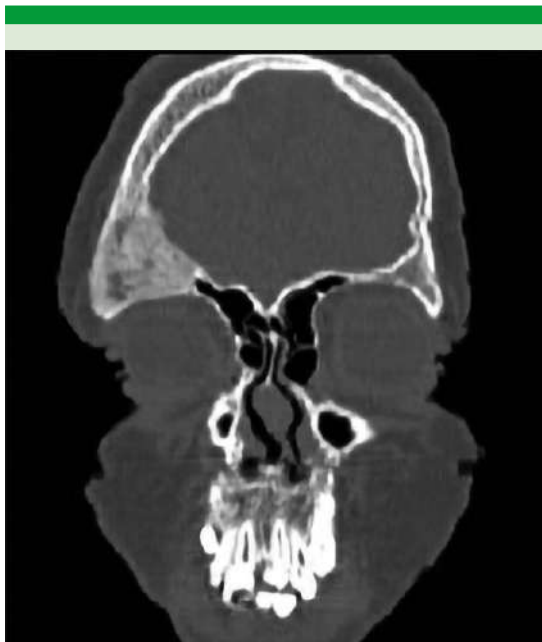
Tomografía axial computada sin contraste de cráneo en corte coronal.
